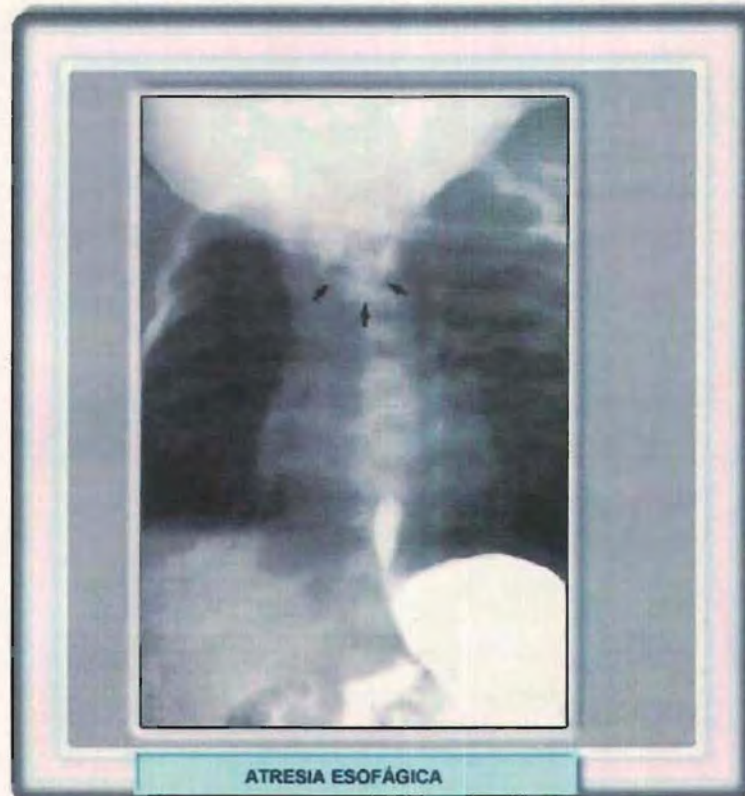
Radiografía que muestra la afeción del esófago.
